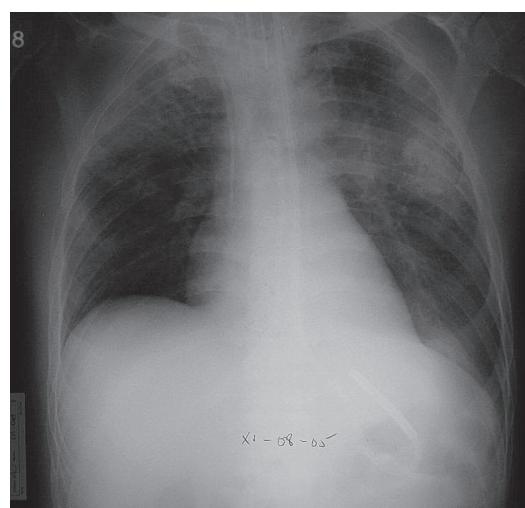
Radiografía de tórax después de suspender la talidomida e iniciar tratamiento con metilprednisolona.
